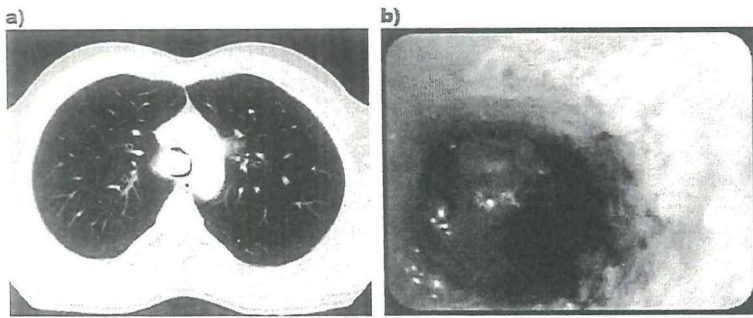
(a) A preoperative computed tomography scan and (b) a bronchoscopic image showing the 3 × 3 cm tracheal firm and easily bleeding tumor that almost occluded the distal trachea.
